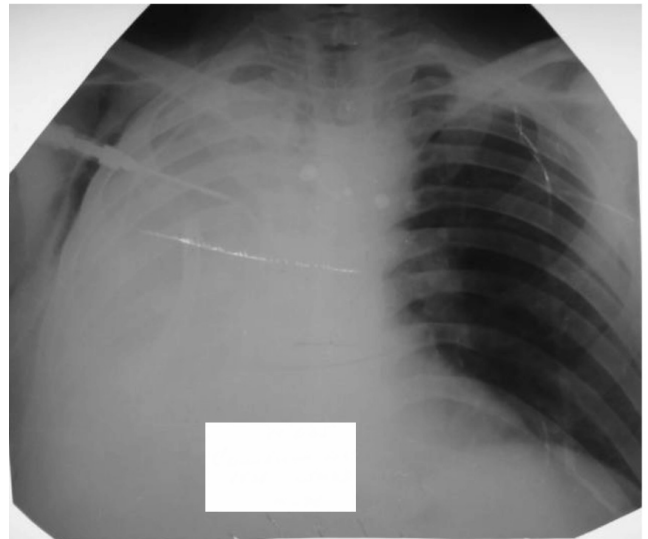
Обзорная рентгенограмма пациента С. через 1 сут. после плевропульмонэктомии. Справа в плевральной полости — два дренажа. В левом легком определяются не резко выраженные инфильтративные изменения
